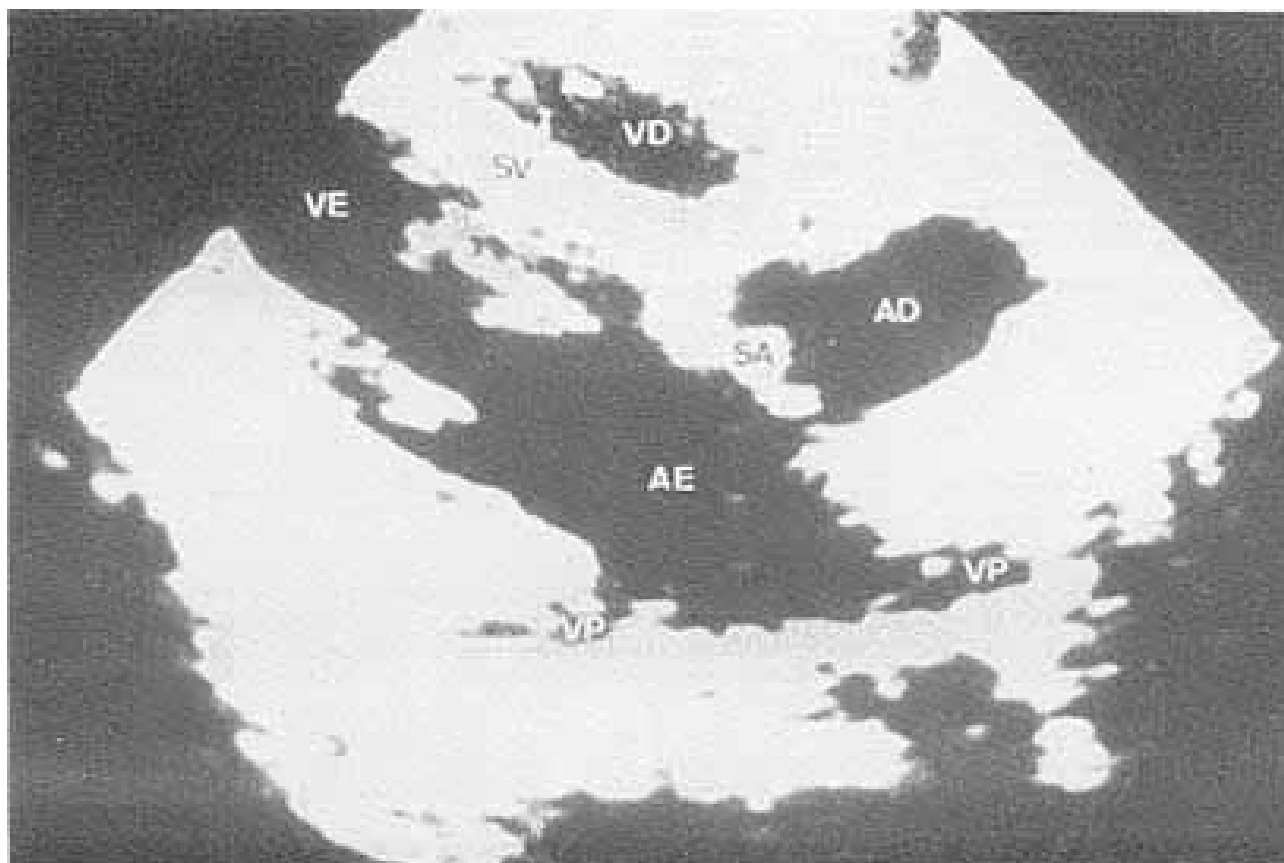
Ecocardiograma pós-operatório mostrando átrio direito livre (AD).
